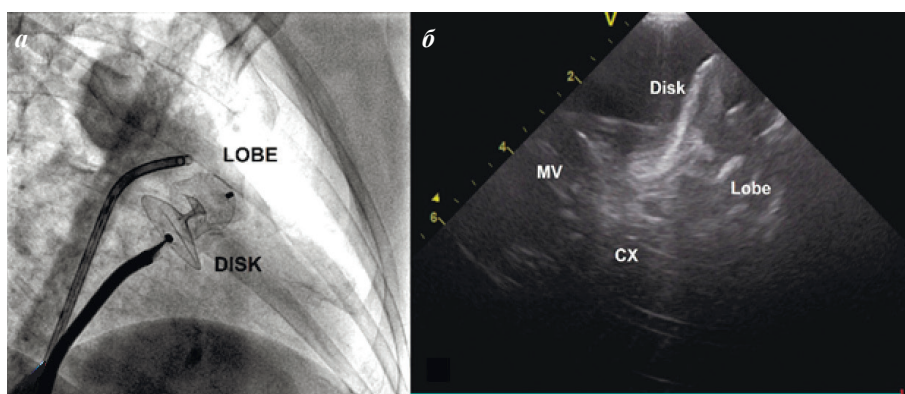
Позиция окклюдера в ушке левого предсердия на рентгеноскопии (а) и внутрисердечной эхокардиографии (б) Lobe - загрузочная доля, Disk - диск, закрывающий устье ушка, MV - створки митрального клапана, Cx - огибающая артерия.
